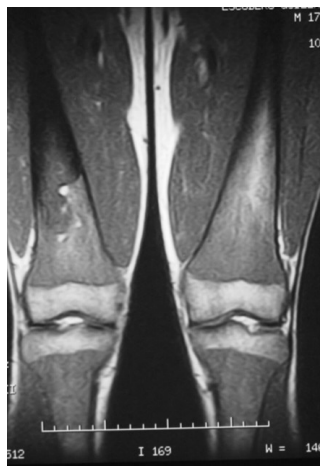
RM. SE T1 coronal fémoro-tibial. Extensa afectación medular predominante en extremidades inferiores.
